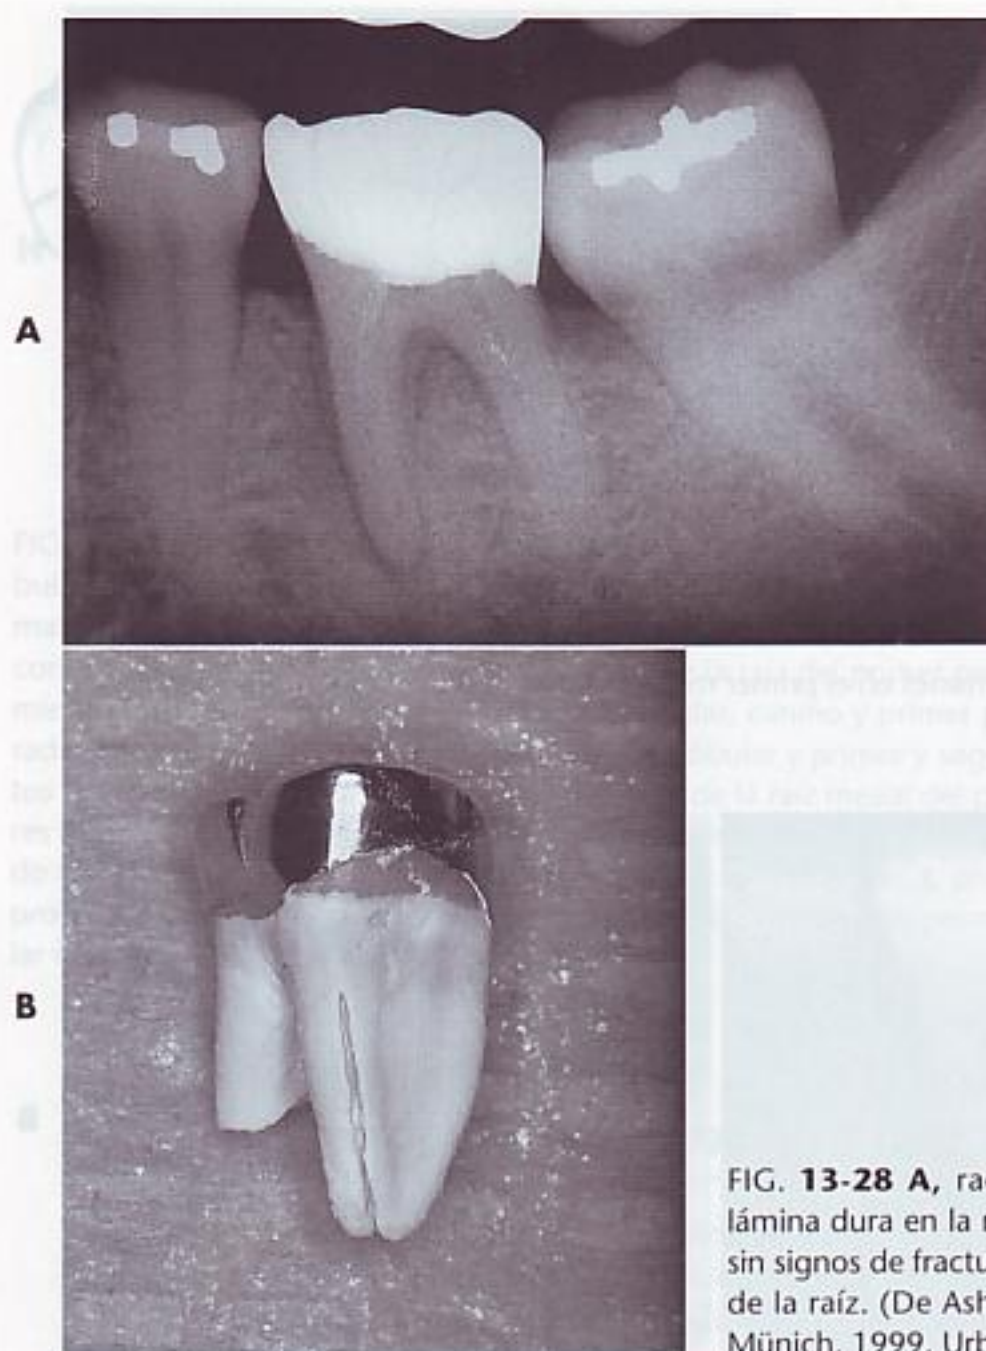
A, radiografía que muestra pérdida de lámina dura en la raíz mesial de un molar mandibular, sin signos de fractura radicular. B, fractura longitudinal de la raíz. (De Ash MM: *Schientherapie*, 2 Auflage, München, 1999, Urban & Fischer.)
